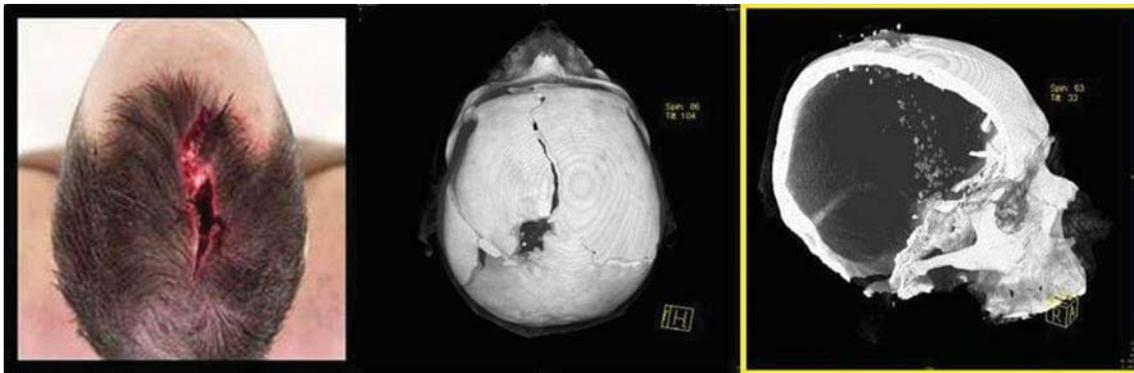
КТ в случаях дорожно-транспортного происшествия
